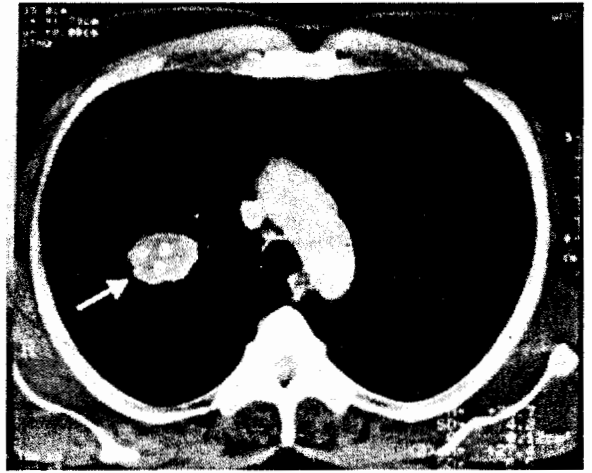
Olgu 1'e ait sağ akciğer üst lob posterior segmentte lokalize, düzensiz kenarlı lezyonu gösteren toraks BT kesiti
